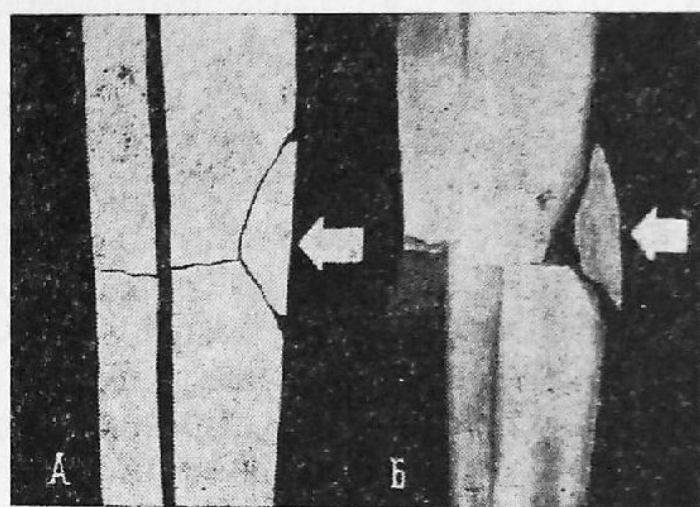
Макет (А) рентгеновского изображения (Б) оскольчатого перелома костей голени, возникшего от прямого действия тупого предмета. Стрелки указывают направление удара
